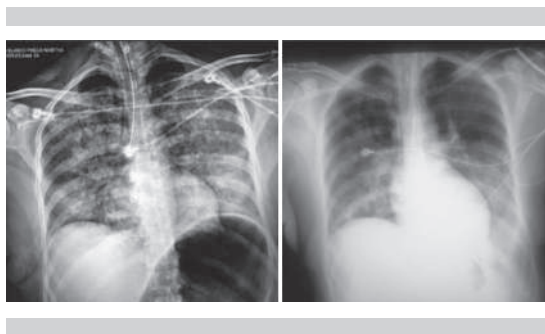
Radiografía anteroposterior que muestra infiltrado alveolointersticial bilateral (A) e involución del infiltrado (B).
